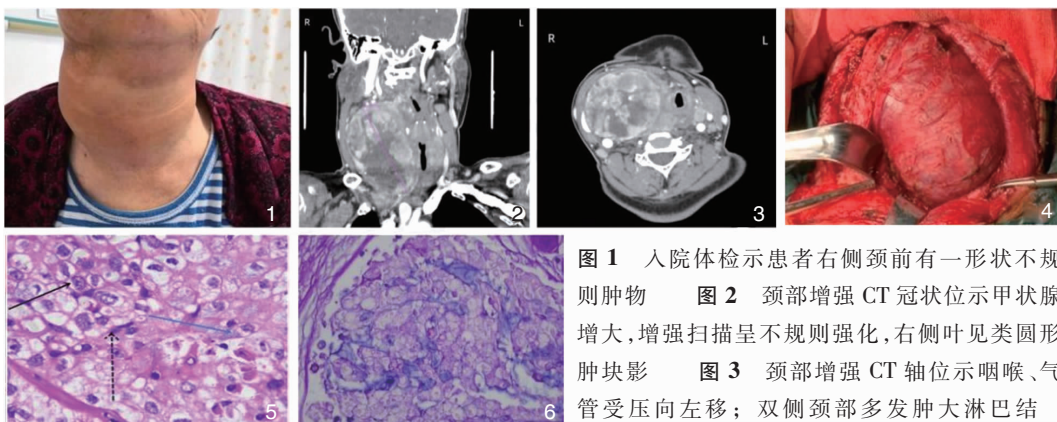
入院体检示患者右侧颈前有一形状不规则肿物 图2 颈部增强CT冠状位示甲状腺增大,增强扫描呈不规则强化,右侧叶见类圆形肿块影 图3 颈部增强CT轴位示咽喉、气管受压向左移; 双侧颈部多发肿大淋巴结
